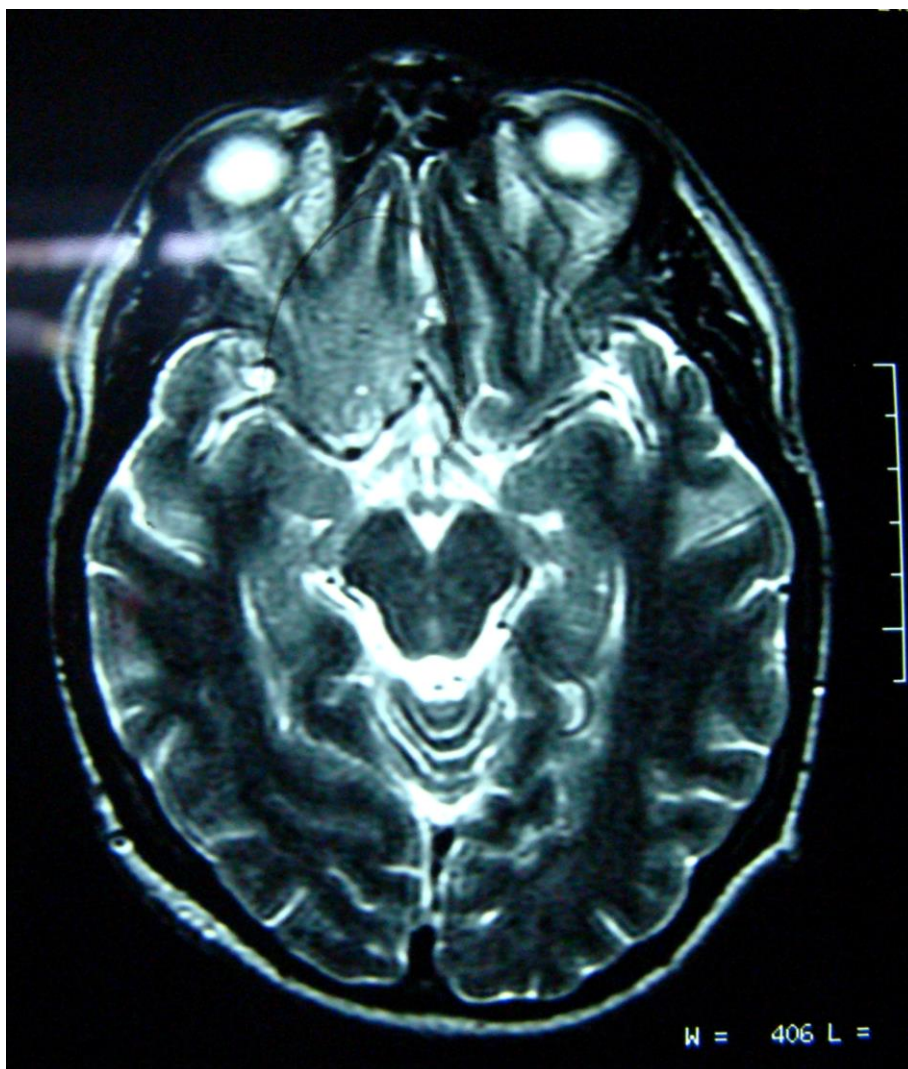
RNM de crânio. Técnica T2 FLAIR no plano axial. Lesão com hipersinal cortico-subcortical localizada na base do lobo frontal direito, acometendo os giros reto, orbitários posterior e medial correspondentes, apagando os sulcos corticais regionais.
